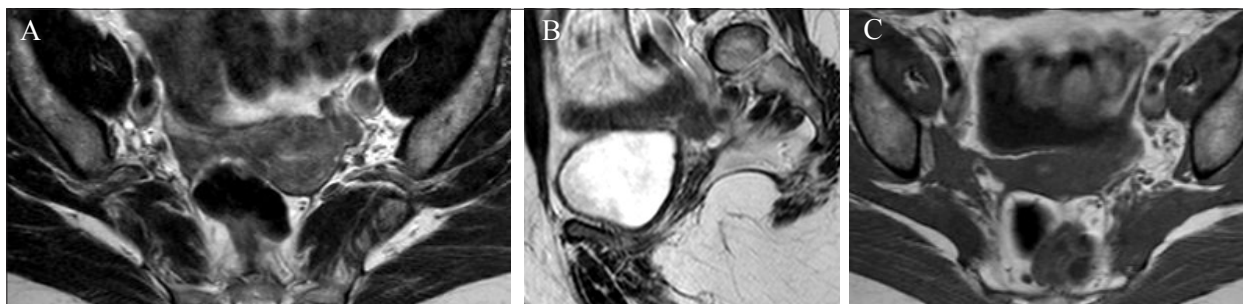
Endometriose em RM. Mulher de 49 anos, com endometriose do paramétrio direito. RM nas sequências ponderadas em T2 nos planos axial (A) e sagital (B) e T1 axial (C) da pélvis, que mostra faixa hipointensa posterior à metade direita do colo e que se prolonga para o paramétrio direito contactando o músculo obturador interno homolateral, traduzindo endometriose a este nível.
